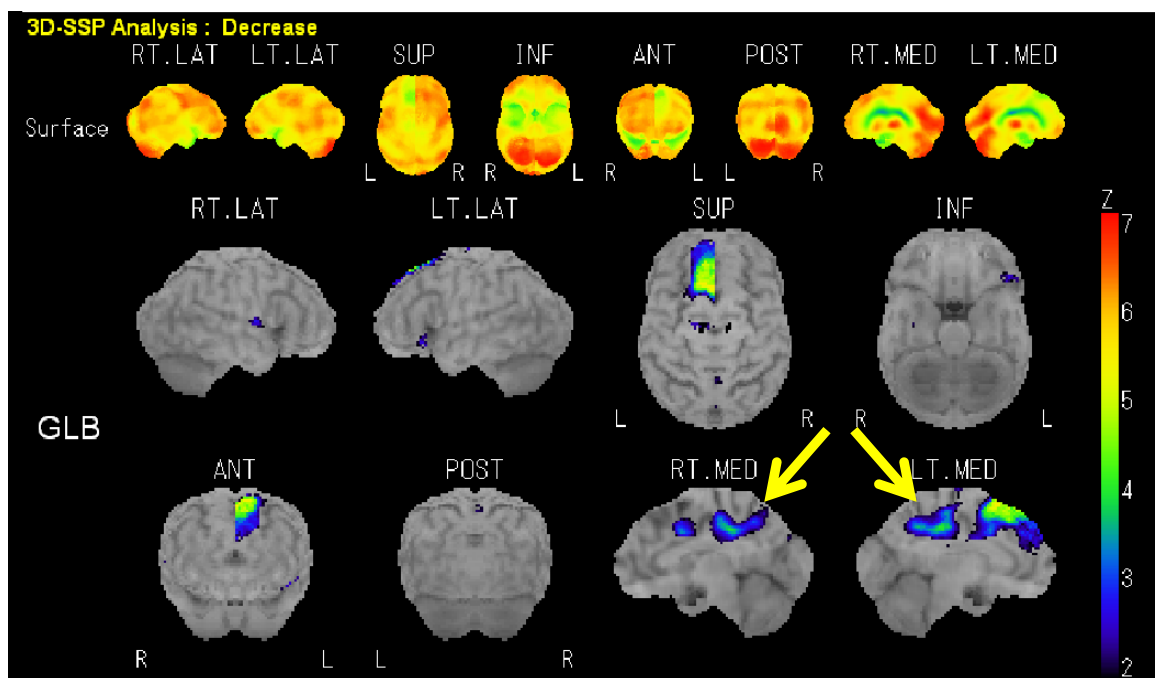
77歳, 女性, 2055419, 脳SPECT: 3D-SSP
